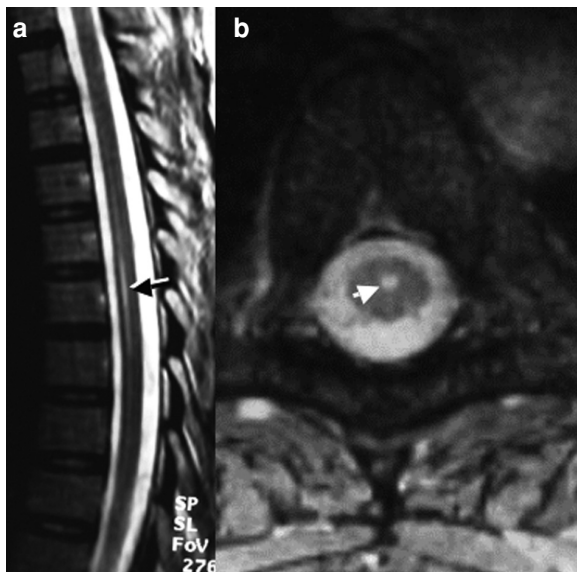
a, b : Dilatation du canal épendymaire. Les coupes IRM sagittale (a) et axiale (b) en T2 notent un signal hyperintense linéaire en coupe sagittale et nodulaire en coupe axiale (flèches) en médian et antérieur et qui traduit une dilatation du canal épendymaire, à considérer comme une variante de la normale, non évolutive en cas de découverte fortuite de l'anomalie de signal.
